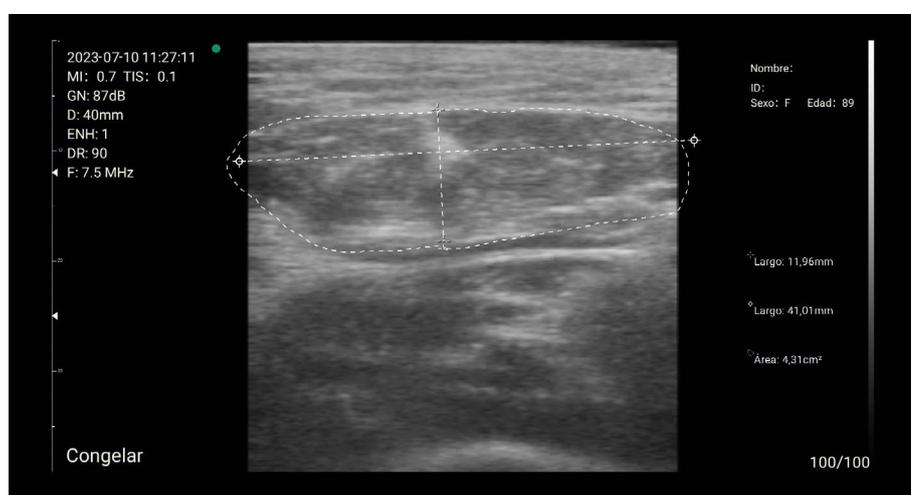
Ecografía muscular en recto anterior del cuádriceps (10/07/2023)
